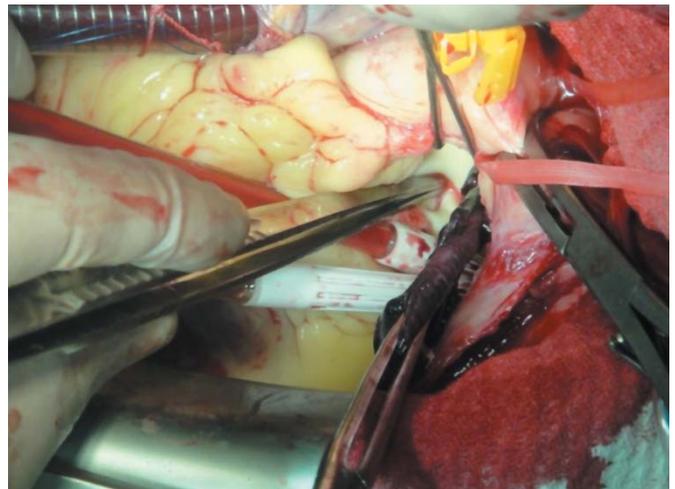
Эмболэктомия из легочной артерии, на фоне параллельной перфузии ИК (артериотомический доступ с извлечением массивного тромбозмбола из бифуркации ствола легочной артерии)
